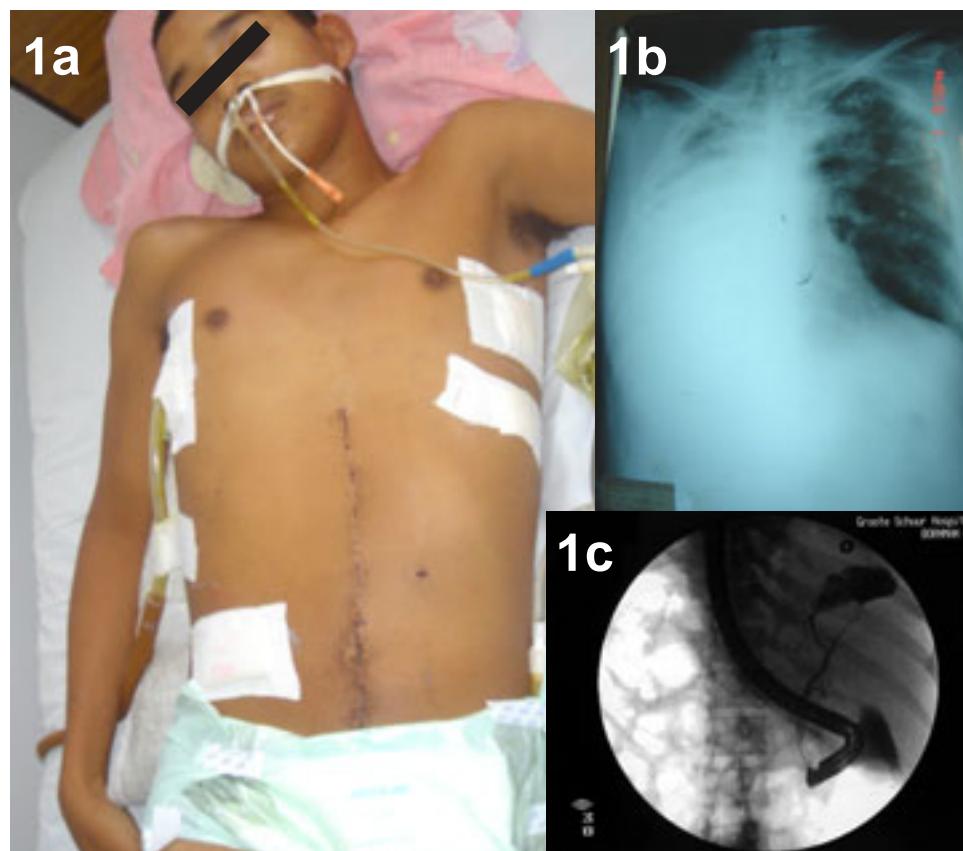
Drenaje por sonda pleural de bilis, radiografía de tórax con derrame pleural, CEPRE corrobora fuga de bilis a tórax.
